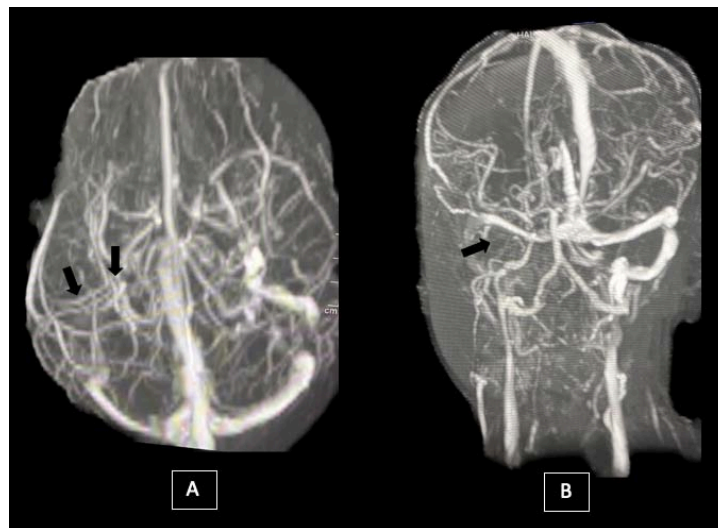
IRM cérébrale d'un malade de notre série en séquence TOF (Time of flight) en 2 coupes différentes montrant un défaut d'opacification du sinus latéral homolatéral droit étendu à la veine jugulaire interne (flèches)
